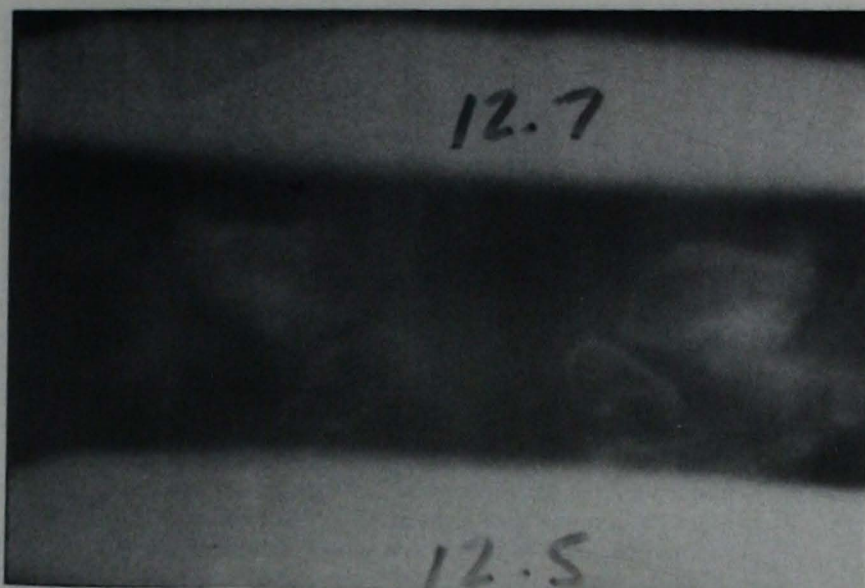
Tumor intracanalicular. Politomografía de conductos auditivos internos nótese la asimetría a expensas de ensanchamiento del lado derecho.
